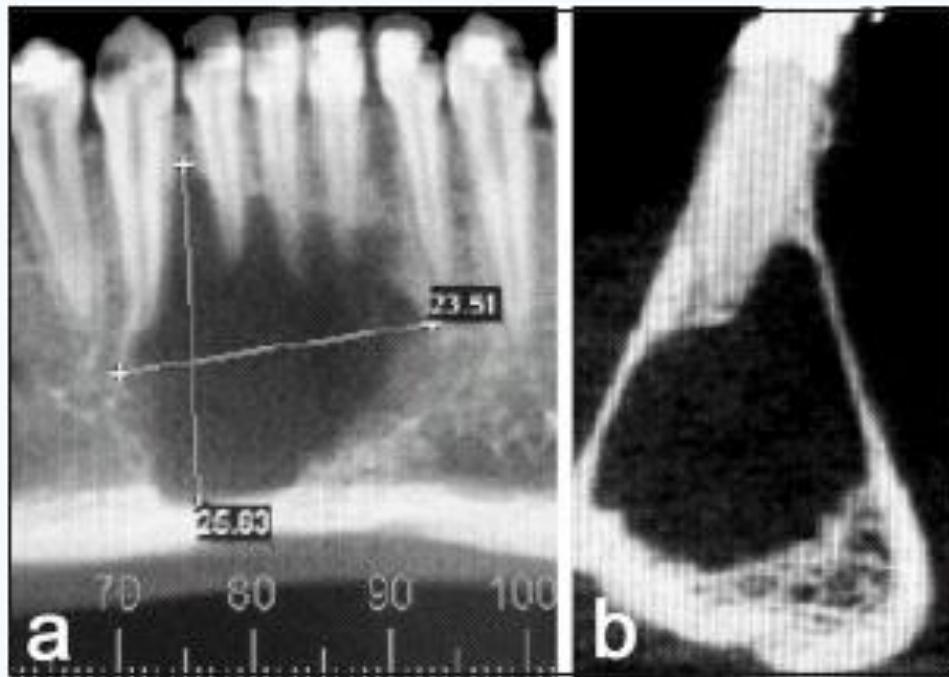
a y b) Tomografía computarizada. Imagen panorámica y corte transversal, revelando la extensión de la lesión.
